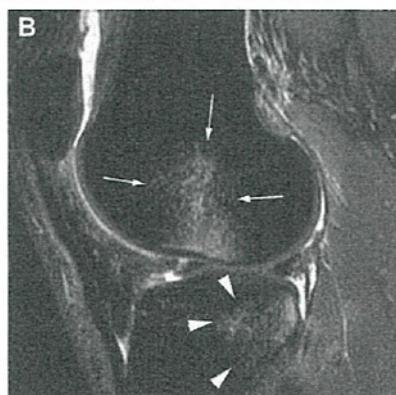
骨挫傷のMRI所見（矢印で示している白くモヤのようになっている部位が患部, Roemer et al., Osteoarthritis and Cartilage, 2009）
